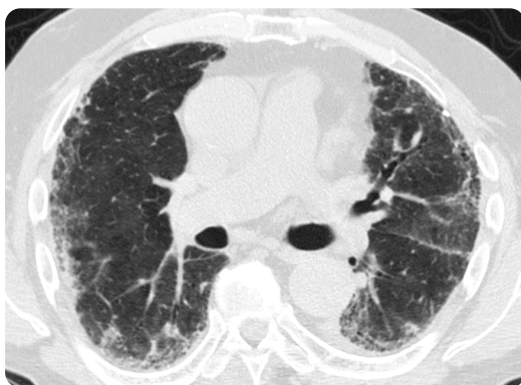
TAC de tórax de un superviviente de COVID-19 donde se objetiva la persistencia tras más de 1 año de la infección de una afectación pulmonar intersticial con reticulación subpleural, bandas parenquimatosas y alguna bronquiectasia de tracción.
